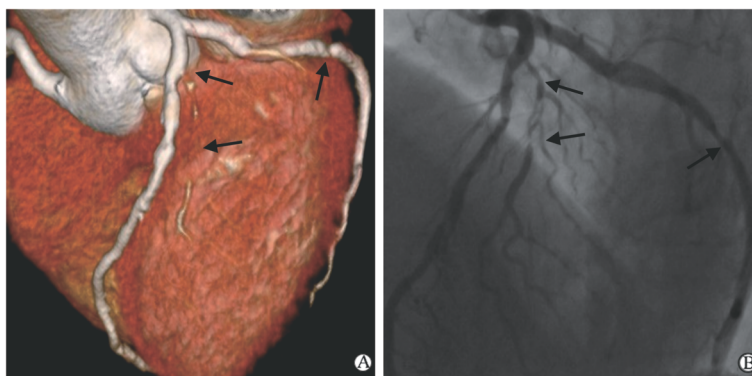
左房室瓣关闭不全患者术前 320 排 CT 冠状动脉成像及冠脉造影图像
